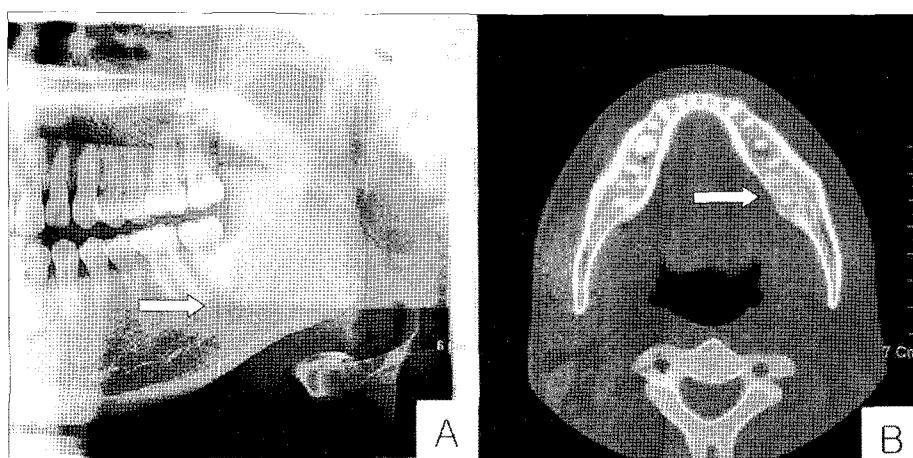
Radiographic findings (case 3). A; Panoramic view at post-operation. See arrow, B; CT image of recurrent lesion of #37 area, See arrow.
